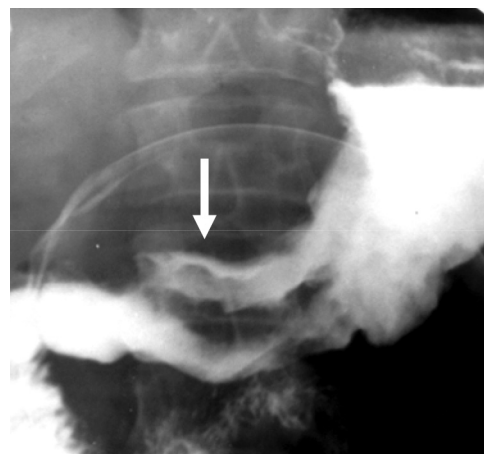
Обзорна рентгенограмма желудка цієї ж пацієнтки в фазу тугого наповнення з компресією, спустя 3 місяця – чашеподібний рак.
